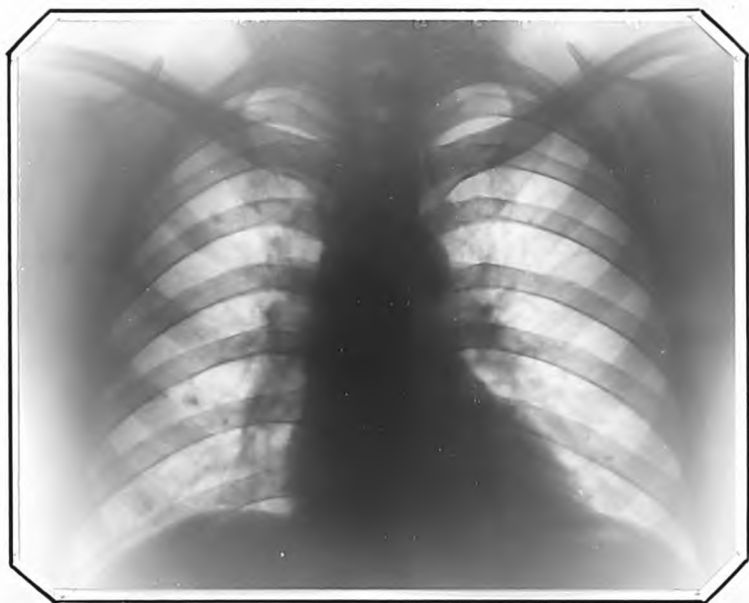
Рентгенограмма Г.П., 40 лет, от 27.III.1961 г.
